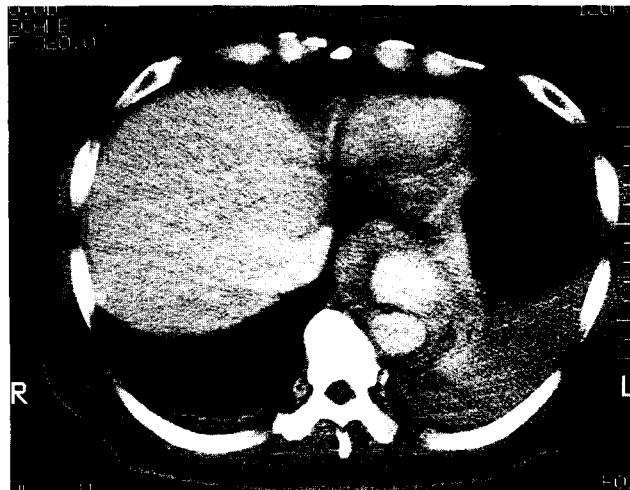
Chest CT : ruptured aneurysm and hemothorax.
